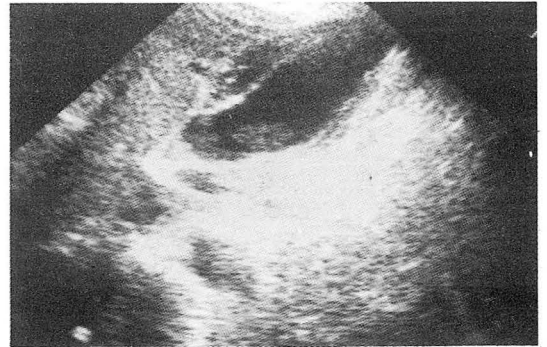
Longitudinal sonogram, supine position.
